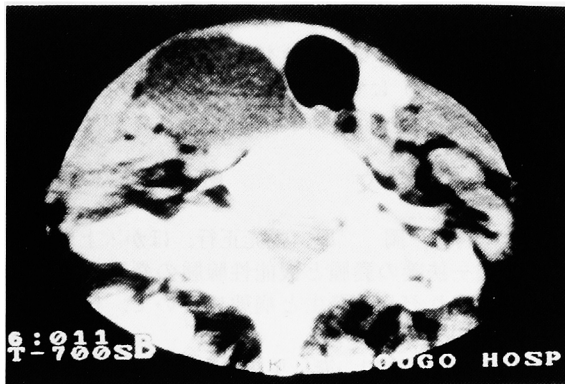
Contrast-enhanced CT scan of the neck showed cystic mass lesion.
